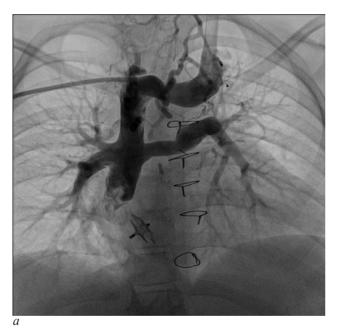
Размеры ретроаортального сегмента левой легочной артерии: а – по данным ангиографии (в передне-задней проекции); б – по данным трехмерной реконструкции по результатам КТ-ангиографии (в кранио-каудальной проекции)
